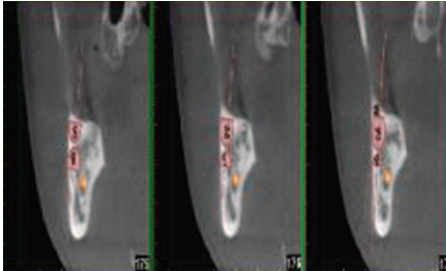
Dental CT 영상에서 하악지 자가골 채취 시 하악관 손상을 예방하는 안전한 채취 범위를 분석하였다. meter x 10
